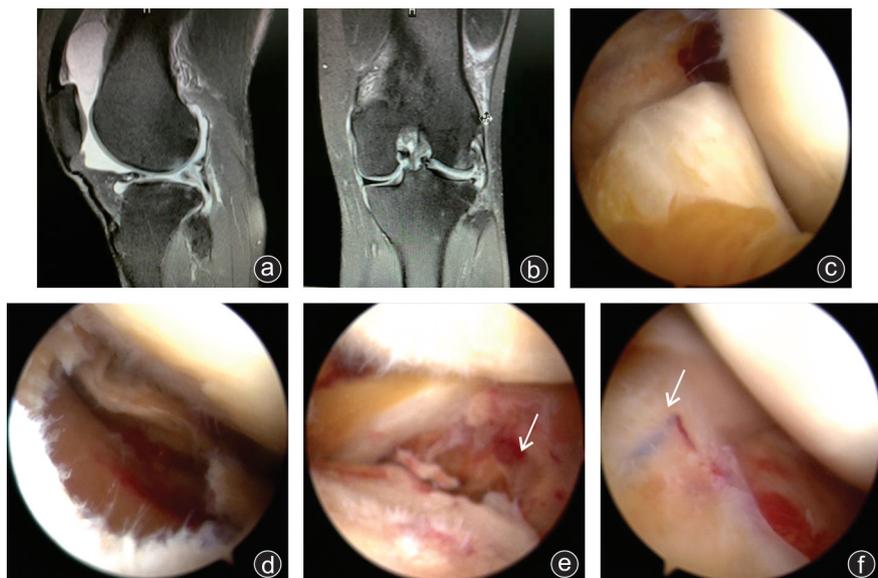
病人,女,46 岁,膝关节自发性复发性出血,行关节镜手术治疗 a:术前矢状位 MRI 可见关节腔内大量(混合信号)积液,外侧半月板前角撕裂,后角结构消失;b:术前冠状位 MRI 示外侧半月板结构消失,髁间窝可见桶柄样撕裂的半月板;c:外侧半月板桶柄样撕裂,卡于髁间窝内;d:行半月板成形术后,见外侧半月板后角及体部严重复合撕裂;e:外侧半月板切除后,见后关节囊半月板附着处有一管状结构(白色箭头),伴搏动性出血;f:内侧半月板前角见带血管的滑膜攀附(白色箭头)
